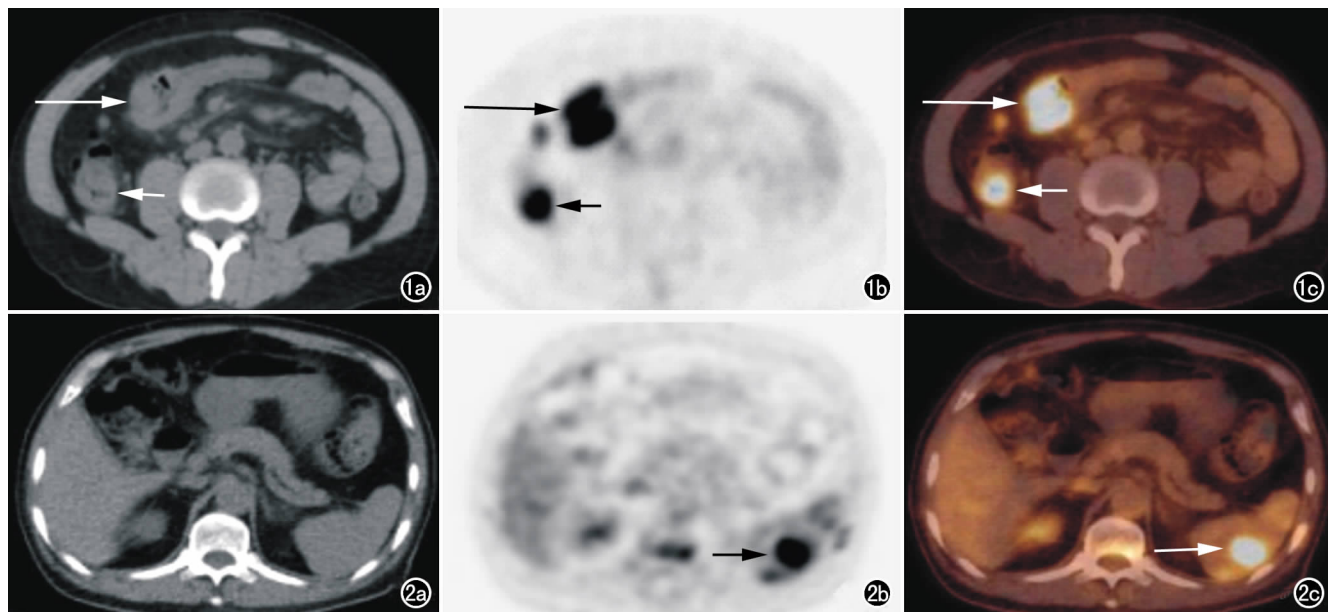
女,41 岁,非霍奇金淋巴瘤。a) CT 示升结肠(短箭)和横结肠(长箭)肠壁增厚; b) PET 示升结肠(短箭)和横结肠(长箭)放射性异常浓聚; c) PET/CT 示升结肠(短箭)和横结肠(长箭)放射性异常浓聚。图 2 男,48 岁,霍奇金淋巴瘤。a) CT 示脾脏形态、密度未见异常; b) PET 示脾脏内结节状放射性异常浓聚(箭); c) PET/CT 示脾脏内结节状放射性异常浓聚(箭)。
